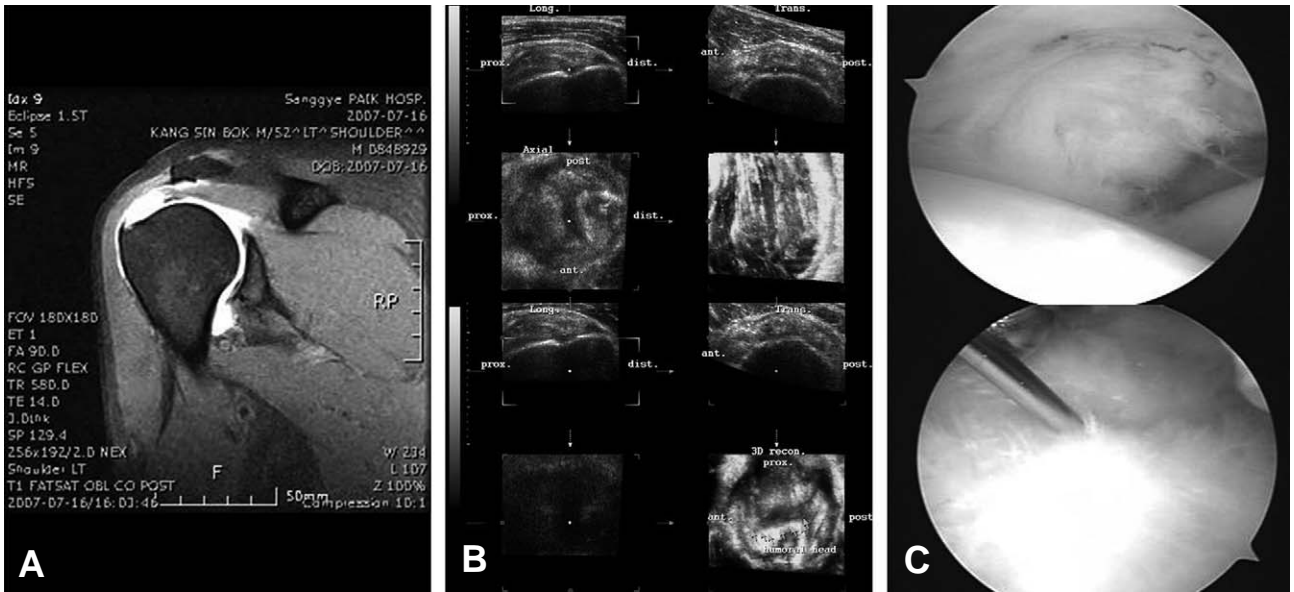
(A) Preoperative MRI, (B) Preoperative three dimensional ultrasonography, (C) Arthroscopic finding
